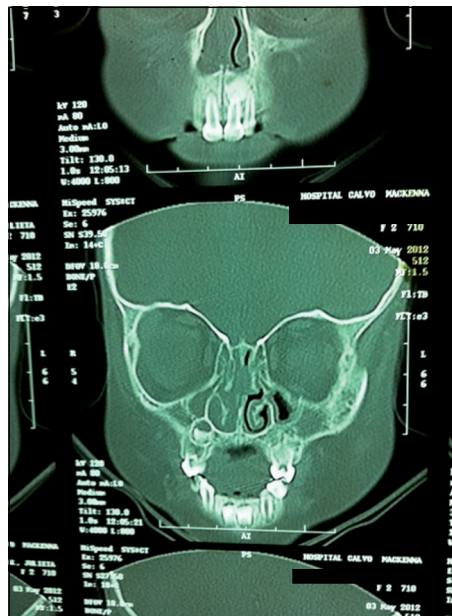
Tomografía axial computada de cavidades paranasales con sinusitis maxilar y etmoidal derecha sin compromiso orbitario.
